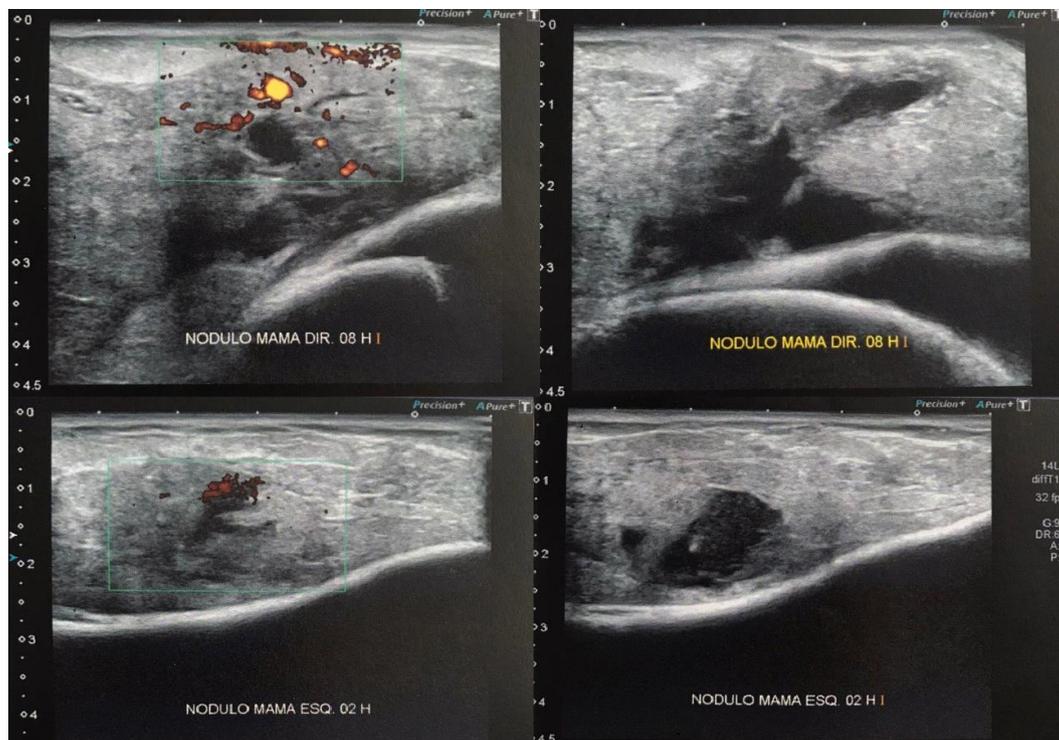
Abscessos mamários: Ultrassonografia das mamas direita (A.1 e A.2) e esquerda (B.1 e B.2) evidenciando no modo B (A.2 e B.2) coleções heterogêneas, predominantemente hipocóicas com halos hiperecogênicos irregulares e espessos, contendo debris ecogênicos de permeio. Associa-se aumento da vascularização periférica, evidenciado no estudo Doppler (A.1) e (B.1).
